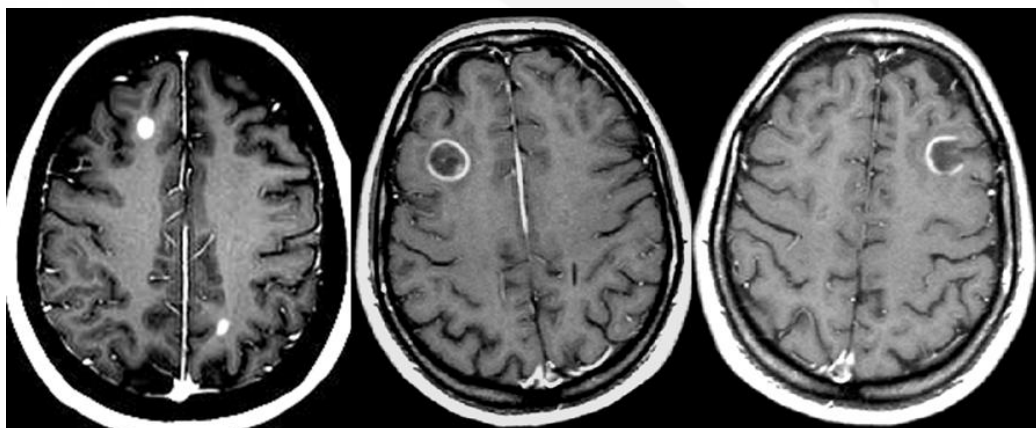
RM cerebral (secuencias ponderadas en T1 tras la administración de contraste) en 3 pacientes diferentes que muestran lesiones con actividad inflamatoria. Nótese los diferentes tipos de realce: nodular (izquierda), en anillo (centro), y en anillo incompleto (derecha). Este último patrón de realce es muy característico de las lesiones inflamatorio-desmielinizantes.
